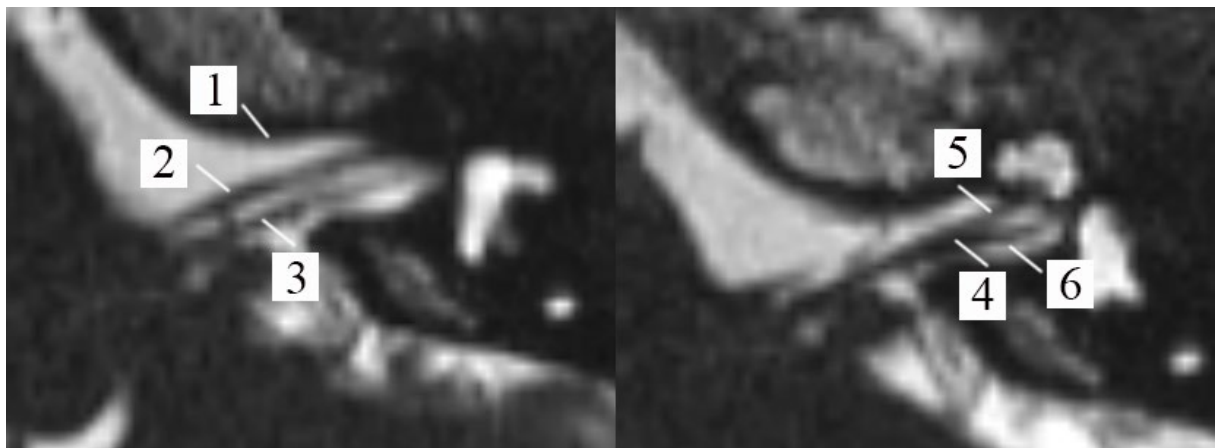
Срез магнитно-резонансной томографии мосто-мозжечкового угла слева пациента с отсутствием аномалии развития СН, левое ухо, аксиальная проекция (1 – ВСП; 2 – ЛН; 3 – преддверно-улитковый нерв; 4 – разделение преддверно-улиткового нерва на слуховую и вестибулярную ветви; 5 – СН; 6 – вестибулярный нерв)
